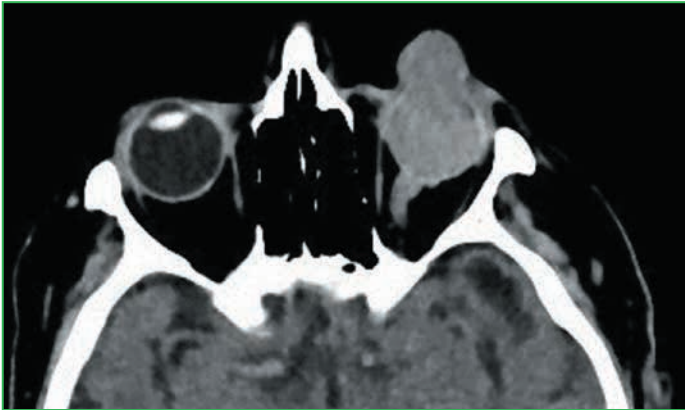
Данные КТ пациента Л. с наглядной визуализацией эпibuльбарного распространения УМ
